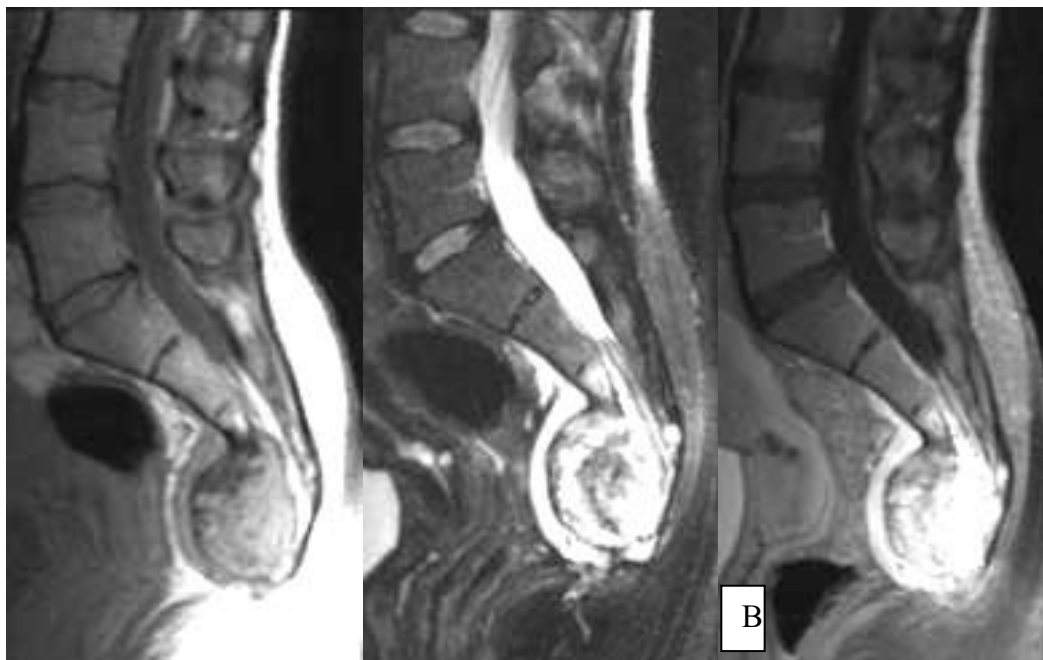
МРТ T1-, T233 й після введення магнєвісту (B) у сагітальній площині. Хордома – з тіла S3 виходить округле утворення із чіткими зовнішніми контурами та сигнальними характеристиками, що свідчать про наявність у ньому дрібних рідиноутримуючих структур (за рахунок некрозу та слизу), жирової тканини та вапняних включень. Задня його частина здавлює просвіт каналу.
